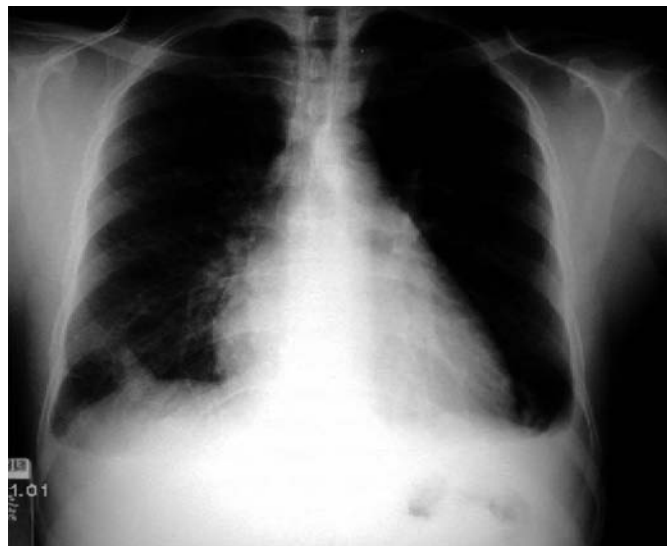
Radiografía de tórax en la que se observa el derrame pleural.
